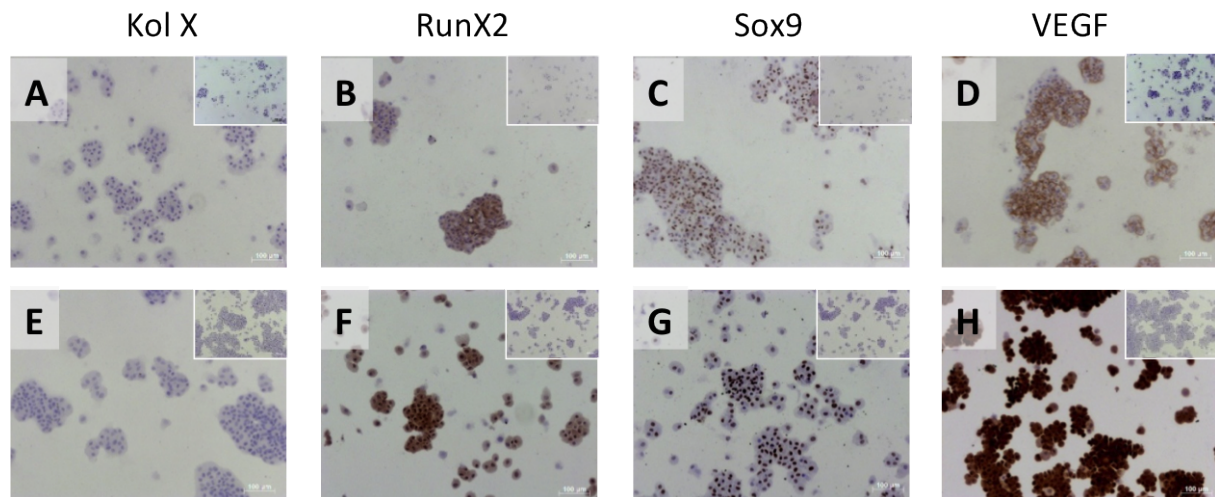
Immunhistochemische Charakterisierung der hMZ auf Cytospots aus Ko-Kultur mit hmVEZ (A-D) und Mono-Kultur (E-H) auf PET Membranen. Die Isotypkontrollen sind in jeder rechten oberen Bildecke zu sehen. (blau=Gegenfärbung; braun=spezifische Antikörpermarkierung).
